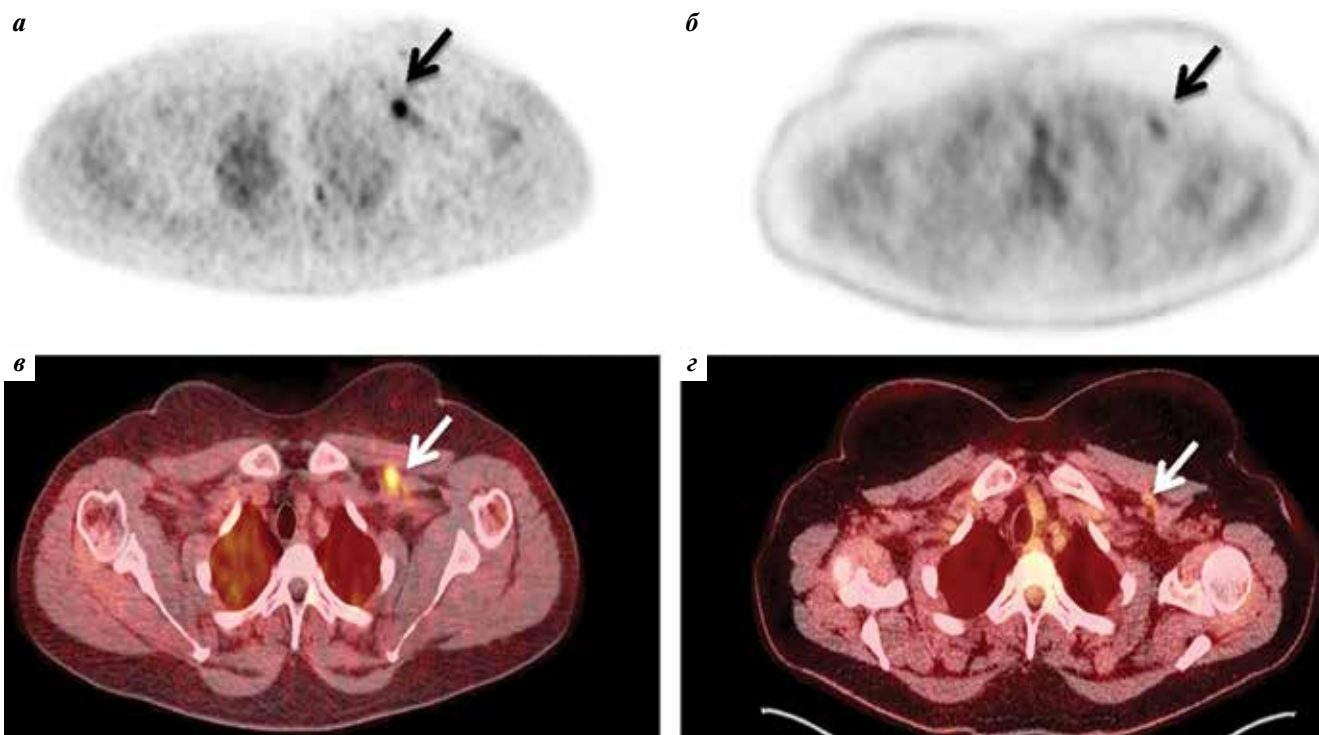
Пациентка А. Рак молочной железы справа – состояние после комбинированного лечения, прогрессирование, поражение костей и лимфатических узлов. ПЭТ с ^{18}F -ФЭС (а), ПЭТ с ^{18}F -ФДГ (б), комбинированные ПЭТ/КТ-изображения с ^{18}F -ФЭС (в) и ^{18}F -ФДГ (г). Одиночный субпекторальный лимфатический узел с гиперфиксацией радиофармацевтического лекарственного препарата по данным ПЭТ/КТ с ^{18}F -ФЭС (а–в) и низкой фиксацией ^{18}F -ФДГ (б–г), изменения указаны стрелками
